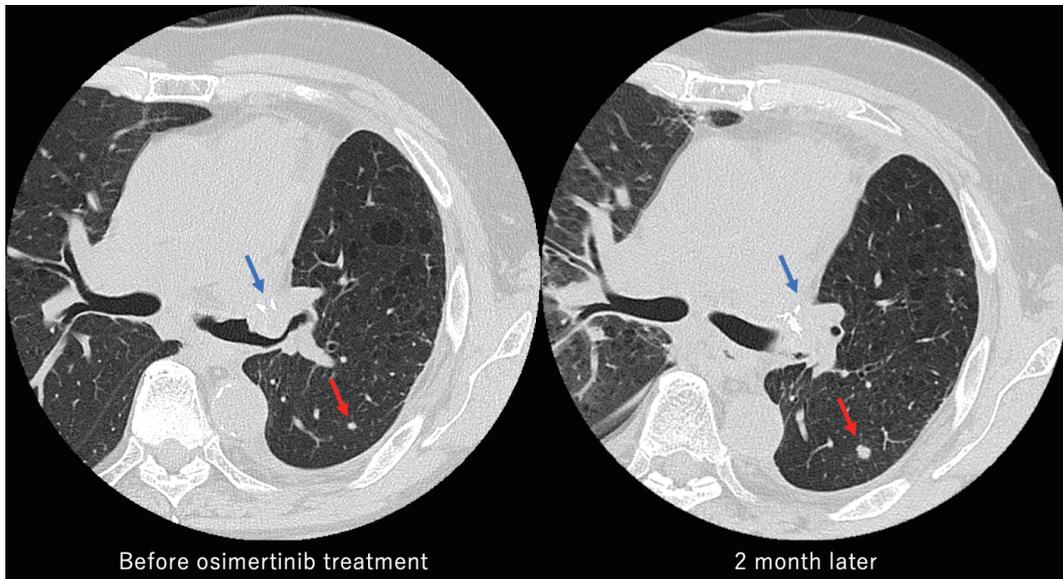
Chest computed tomography (CT) findings of Case 1. Chest CT shows a nodule within the intrabronchial extension (blue arrows) and multiple pulmonary nodules (red arrows) before osimertinib treatment. The nodules had grown by two months after osimertinib treatment.
